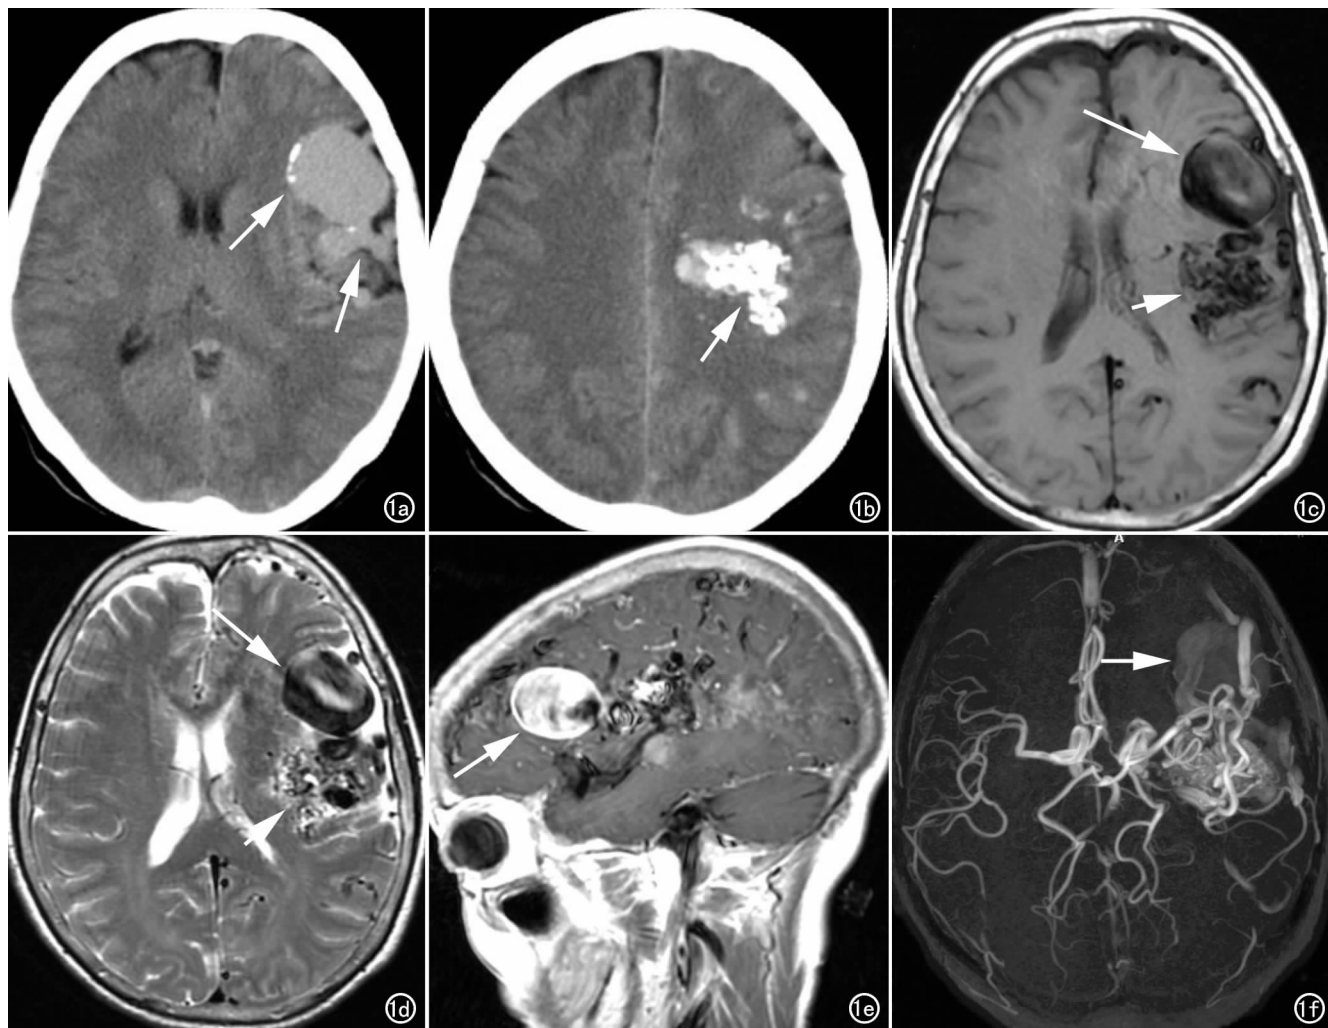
a) CT平扫示左侧额叶多个有蒂相连的葡萄状稍高密度影(箭),瘤体边界清楚;b) 左侧额顶叶脑实质内点状、蚯蚓状钙化灶(箭);c) T<sub>1</sub>WI左侧额顶叶巨大动脉瘤(长箭)及后方杂乱条状畸形血管(箭);d) T<sub>2</sub>WI动脉瘤(长箭)及畸形血管(箭)累及左额顶叶;e) MRI增强矢状面,动脉瘤体明显强化(箭);f) MRA左侧额顶叶迂曲扩张条状、蜂窝状流空血管影,呈乱麻状高信号影,供血动脉源于左侧大脑中动脉,巨大动脉瘤(箭)位于畸形血管前方。
